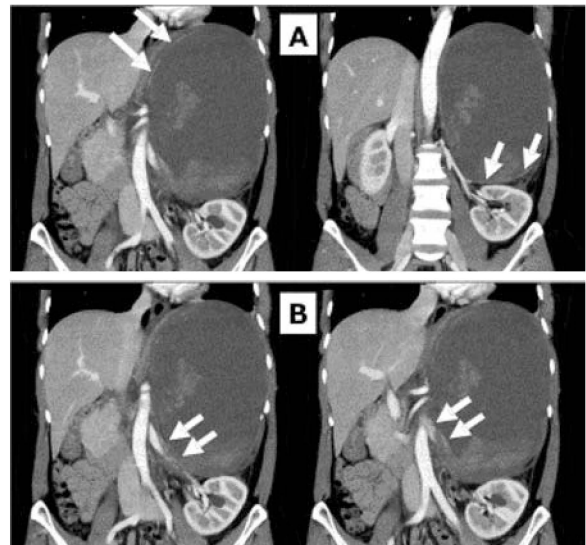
Contrast-enhanced CT reveals a very large left retroperitoneal cystic mass with higher density representing hematoma with fresh hemorrhage. Arteries of cyst diverge from left diaphragmatic artery (A; left panel) and left renal artery (A; right panel). Veins of cyst flow into the left renal vein (B).
